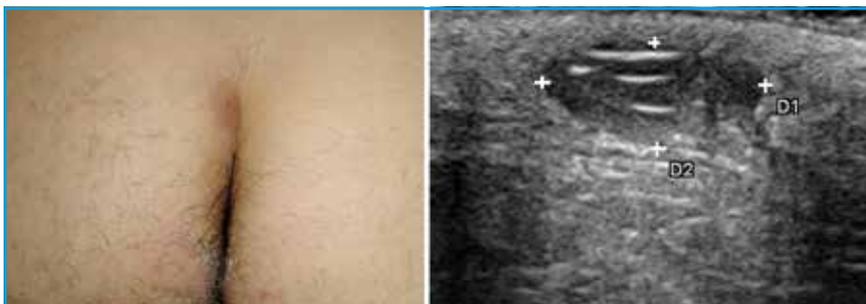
Sinus pilonidal. Les cheveux au sein de la cavité sont bien visibles en échographie (image réalisée avec une sonde de 14 MHz).
